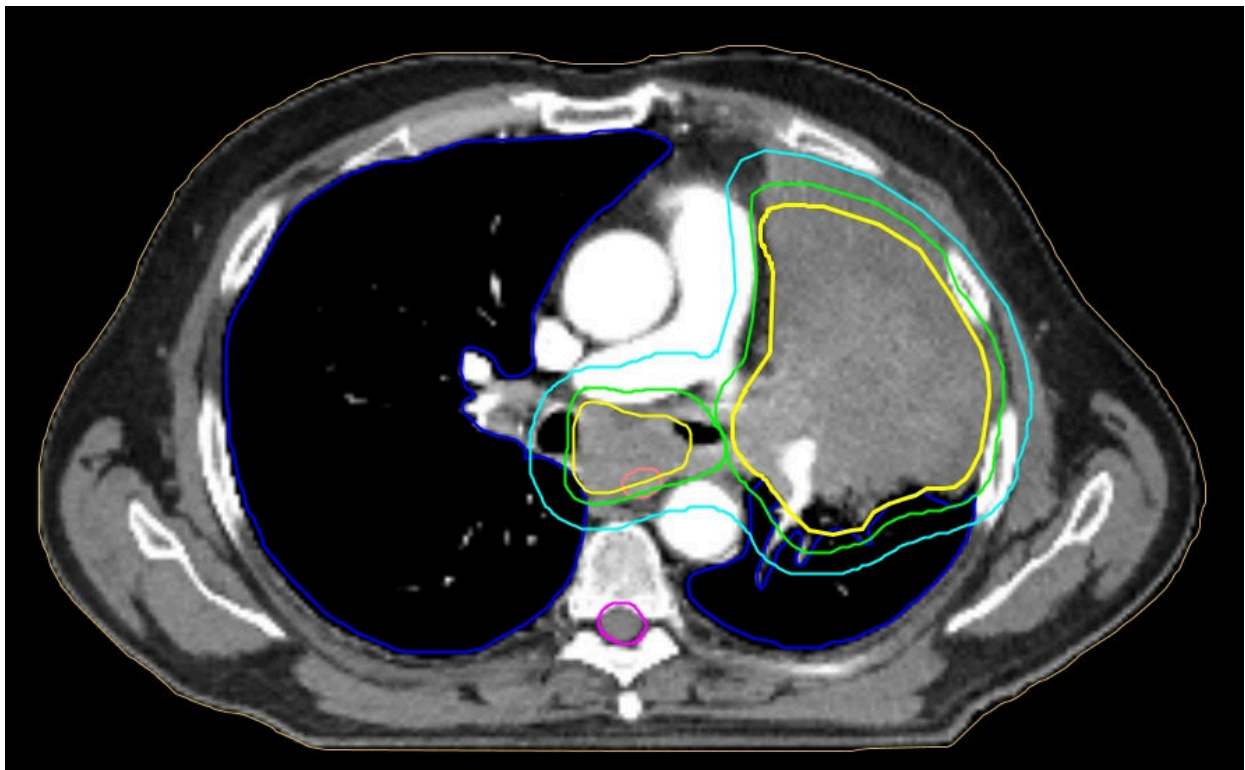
Adenokarcinom levého horního laloku s atelektázou téhož laloku T4N2M0 – konturace podle PET/CT vyšetření; stejný pacient jako na obr. 18. Žlutá linie – GTV, zelená linie – CTV, modrá linie – PTV.
